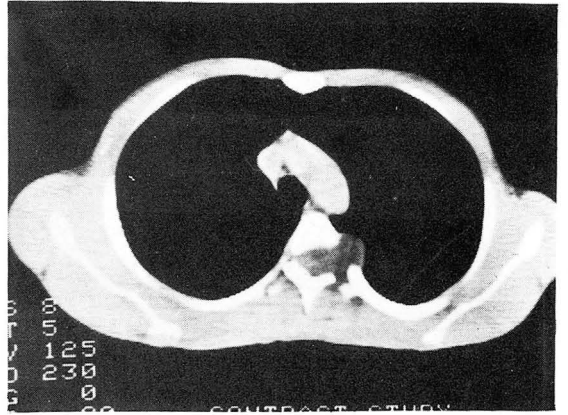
Contrast enhanced CT reveals well-defined dumbbell-shaped, low density mass (10 HU-14 HU) in the spinal canal and paraspinal region with widening of intervertebral foramen.
